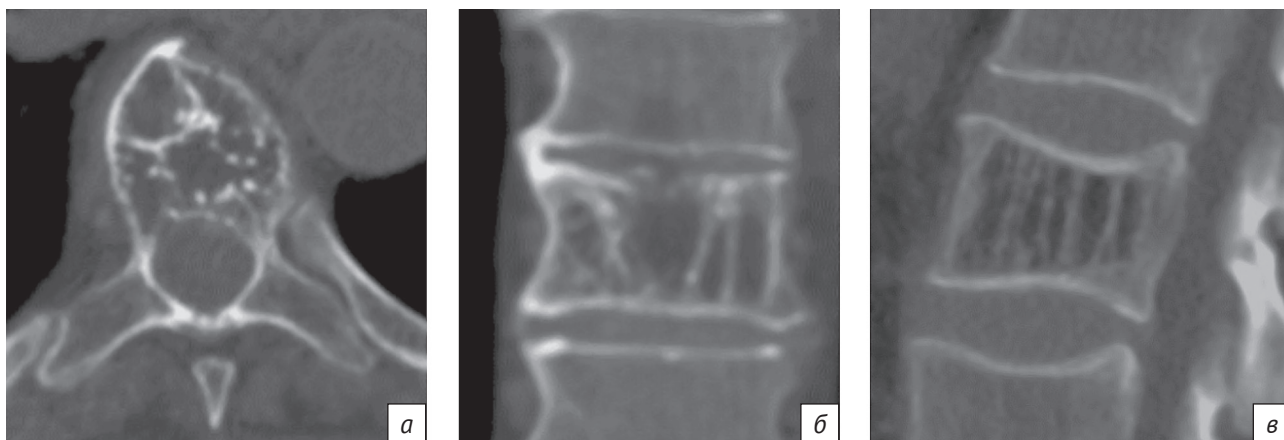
КТ-сканы (а, б, в) агрессивной гемангиомы позвонка Th8
